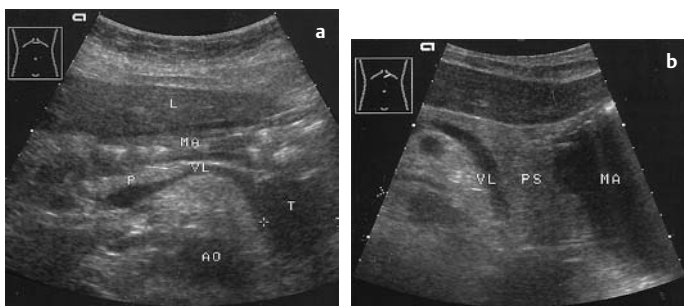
a u. b Fehlinterpertation als Tumor im Pankreasschwanz (T, Distanzmarken), CT-Diagnose. a Nativuntersuchung: Hyporeflexive Raumforderung. b Flüssigkeitsfüllung und serielle Sonographie: Der intermittierend unauffällig darzustellende Pankreasschwanz (PS) schließt einen Tumor aus → passager flüssigkeitsgefüllte Flexura duodenojejunalis. AO = Aorta, L = Leber, MA = Magen, VL = V. lienalis
